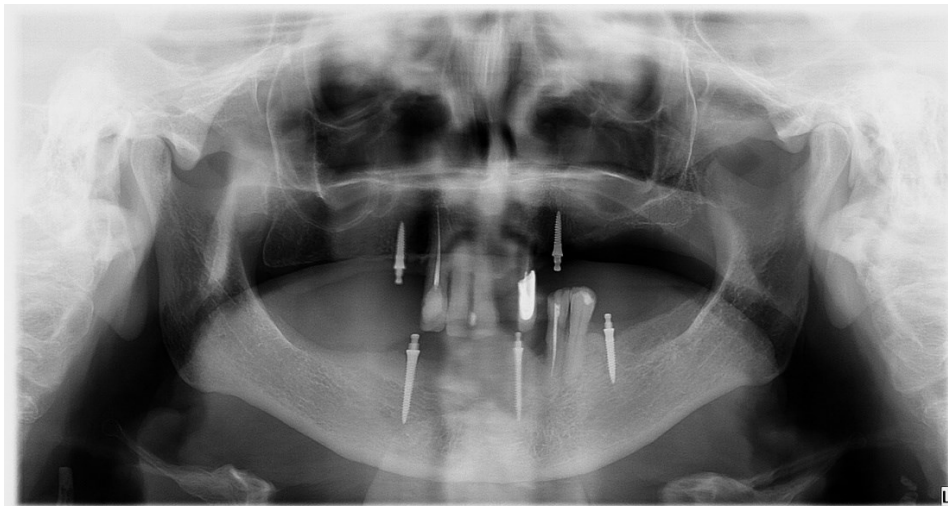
Kontrolna ortopantomogramska slika nakon godinu dana (uz dopuštenje dr.sc. Ines Kovačić, dr.med.dent.)
